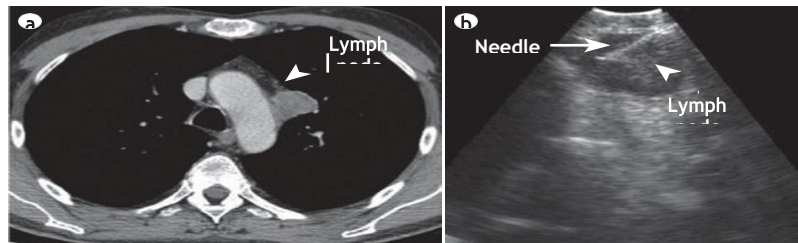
Stratégie de stadification médiastinale invasive. a | Scanner thoracique montrant un ganglion lymphatique de station 6 ne pouvant être soumis à l'échographie endobronchique ; biopsie par aspiration à l'aiguille transbronchique. b | Vue échodoppler de l'aiguille pénétrant dans le ganglion lymphatique paratrachéal gauche.
